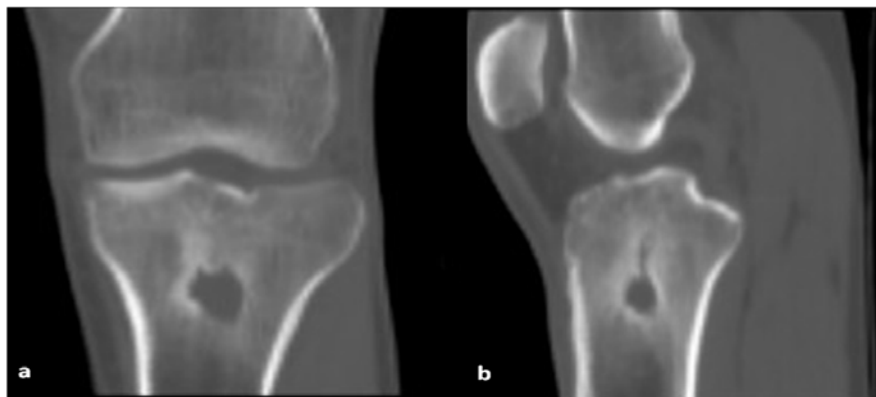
TDM du genou droit en reconstruction coronale (a) et sagittale (b) en fenêtre osseuse: abcès de Brodie. Lésion lacunaire à contours irréguliers associée à une discrète ostéocondensation périphérique.
